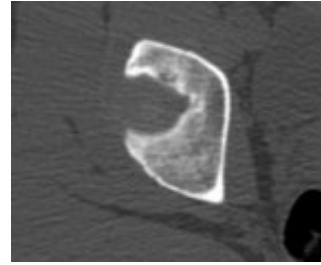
Imagem de TC (secção axial) em janela óssea
